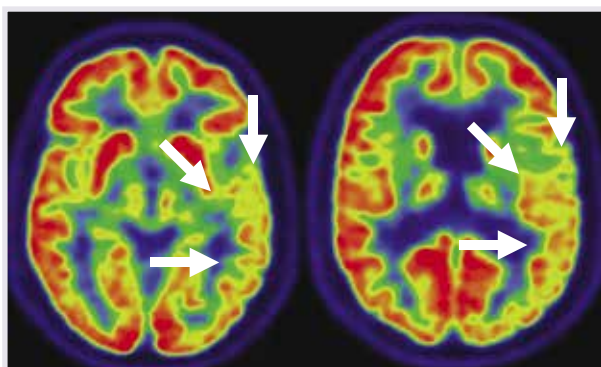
Corticobasale Degeneration: Im FDG-PET zeigt sich ein asymmetrisch vermindert Metabolismus mit charakteristischer Involvierung des prä- und postzentralen Kortex (Pfeile).
